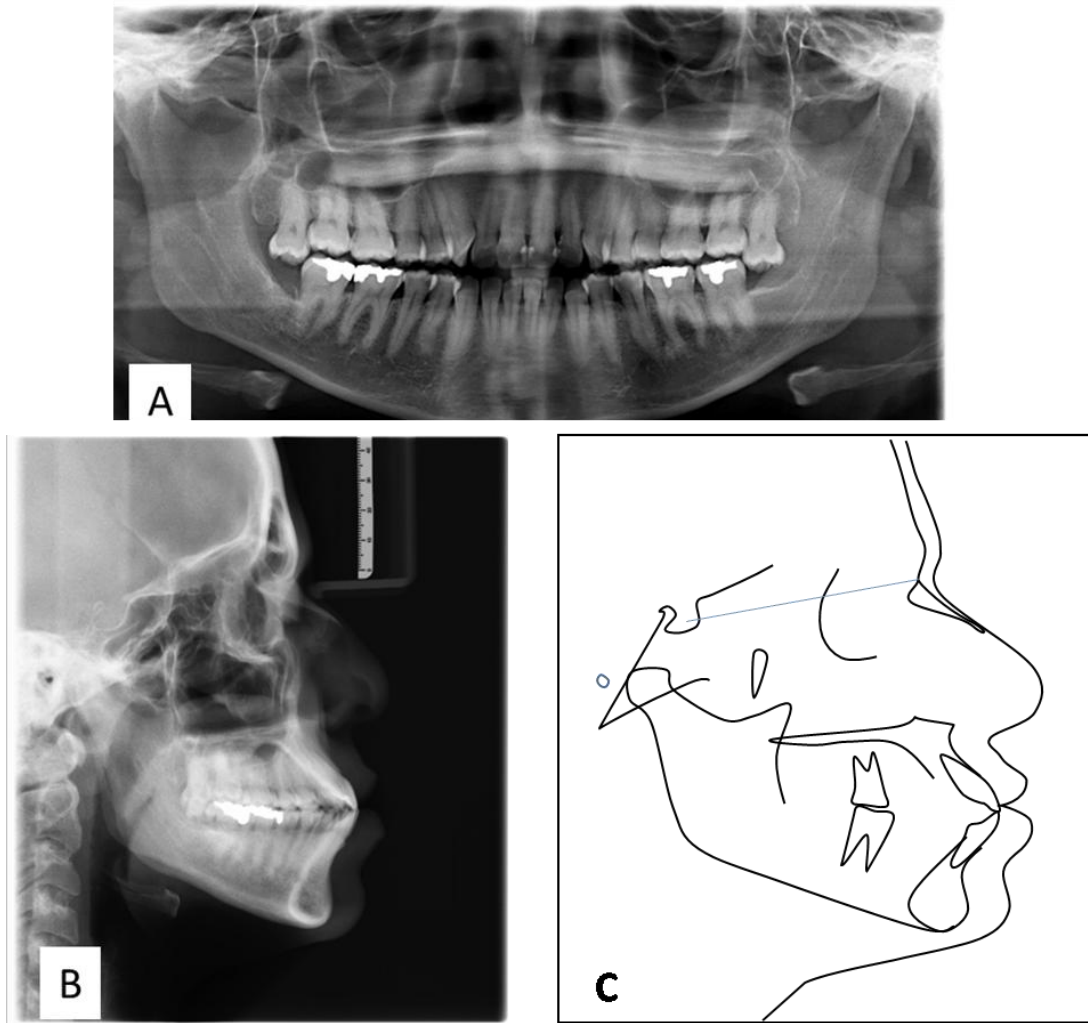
Radiografias iniciais: (A)- Panorâmica, (B)- Telerradiografia lateral e (C)- Traçado cefalométrico.
